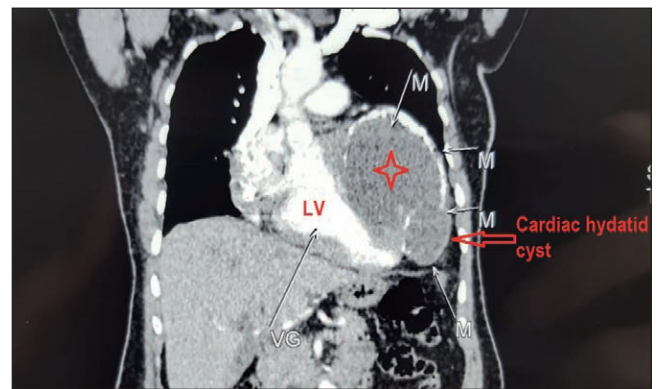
Coronal image of contrast-enhanced computed tomography showing non-enhancing multiloculated cardiac cyst in the LV with calcifications.
